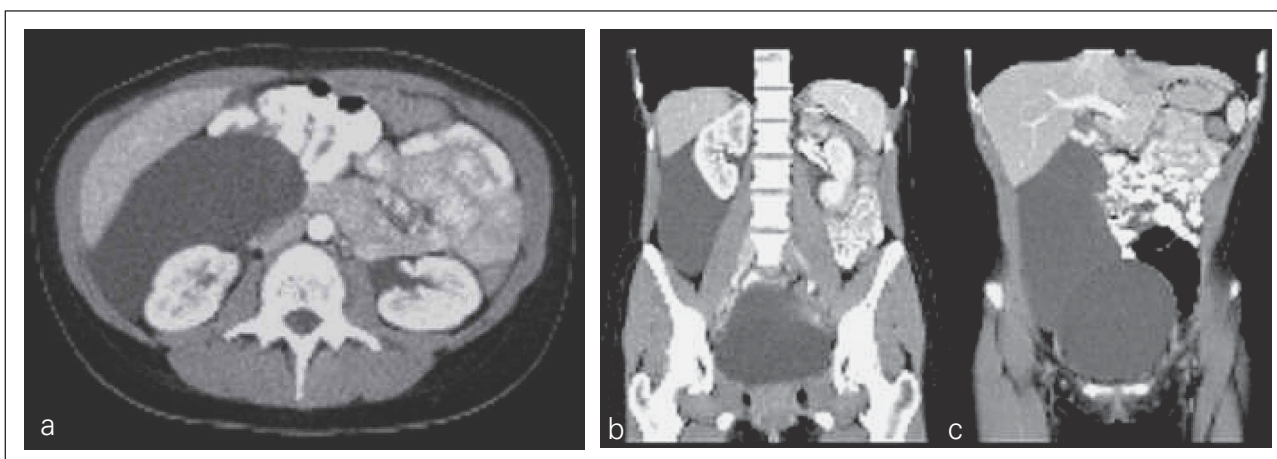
CT mit retroperitonealer Zyste
